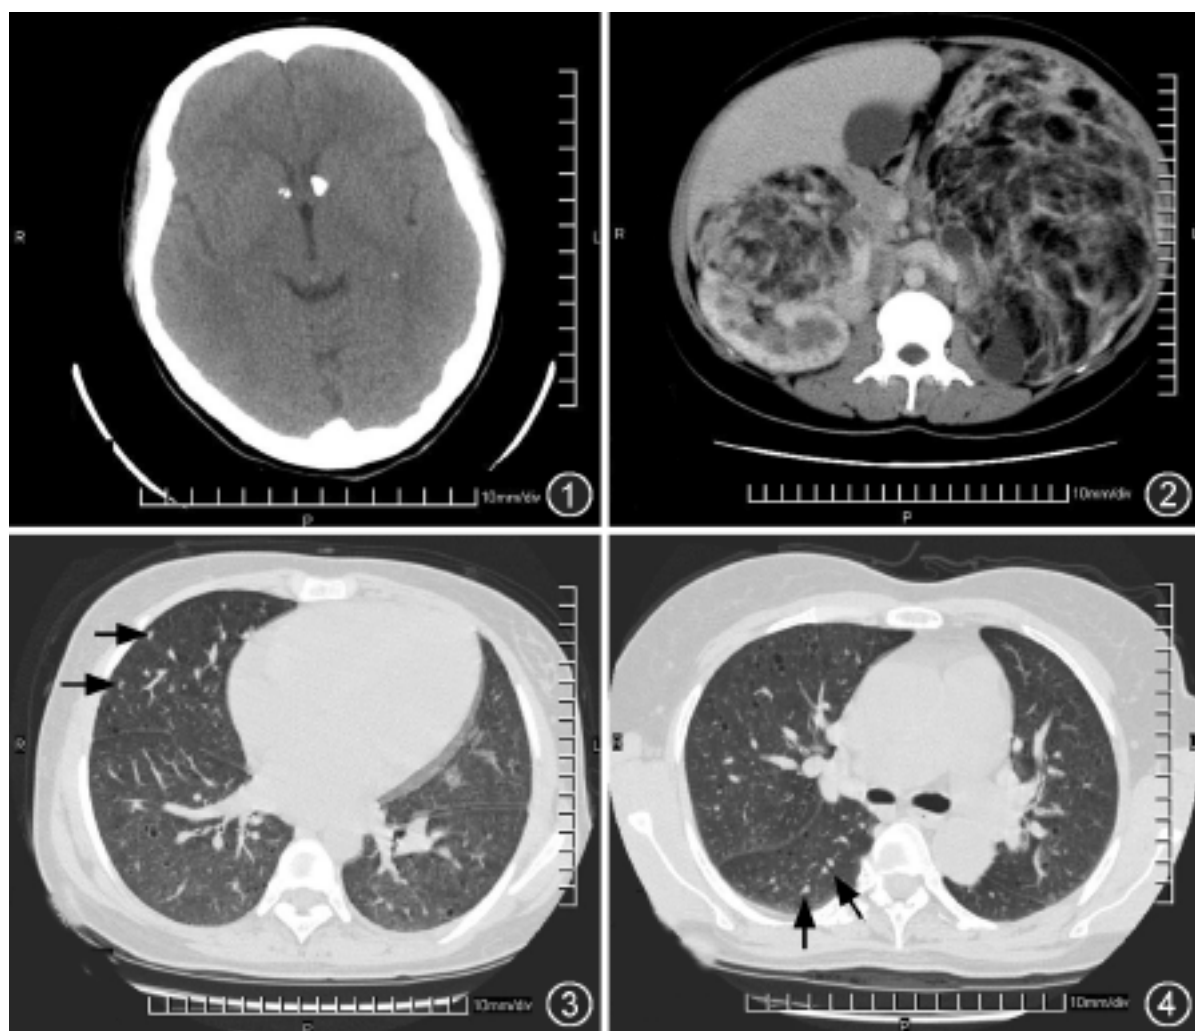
例 1。头部 CT, 显示多发性室管膜下钙化结节从侧面突入侧脑室 图 2 例 1。腹部增强 CT, 显示双肾巨大血管平滑肌脂肪瘤, 右肾肿瘤曾被切除一部分 图 3 例 1。HRCT 扫描, 显示典型的圆形囊肿均匀地分布于全肺, 可见非钙化性结节(箭)和间隔线 图 4 例 2。HRCT 扫描, 显示大小不等较规则的肺囊肿, 可见散在结节性病变(箭)和间隔线
